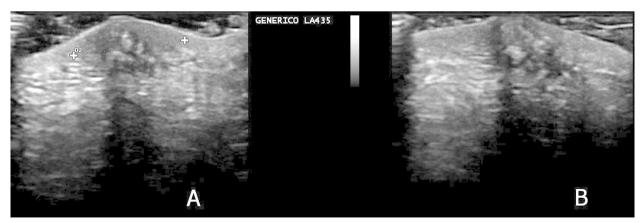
Ecografía en modo B: Lesión hipoecoica bien delimitada en dermis y unión dermo-epidérmica de 1,76 cm (A), con imágenes hiperecoicas en su interior que producen sombra acústica (B). Fuente: Rodríguez-Coronado Jeny.jpg. (2017)
